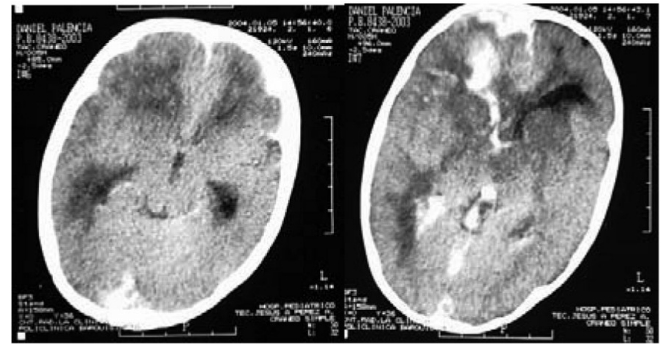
TAC cerebral (5-1-04): Hemorragia intraparenquimatosa frontal derecha y hemorragia subaracnoidea con hemoventrículo, isquemia de ganglios basales y edema cerebral.
